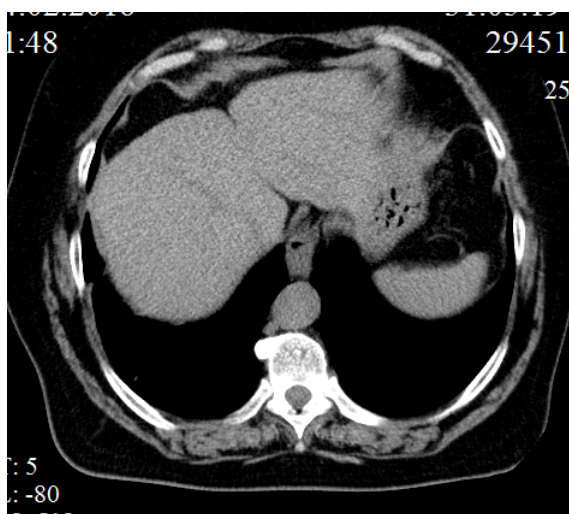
Компьютерная томография органов брюшной полости через 14 месяцев после операции
